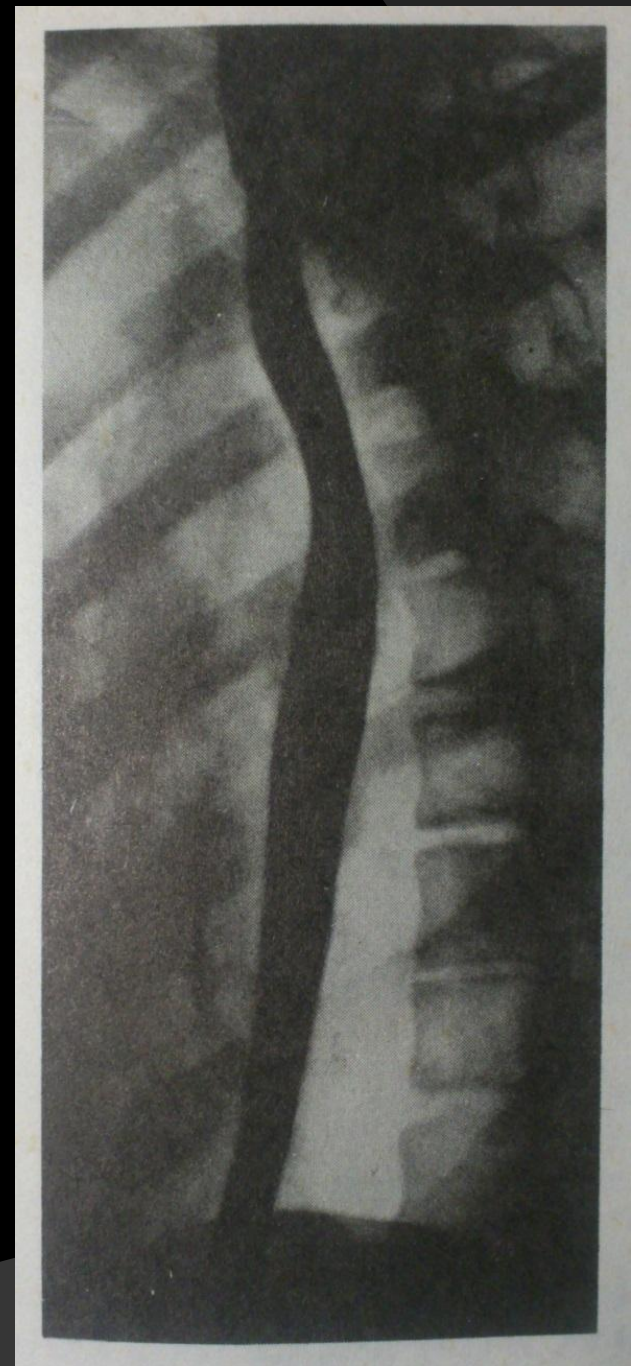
88. Рентгенограммы нормального пищевода.
